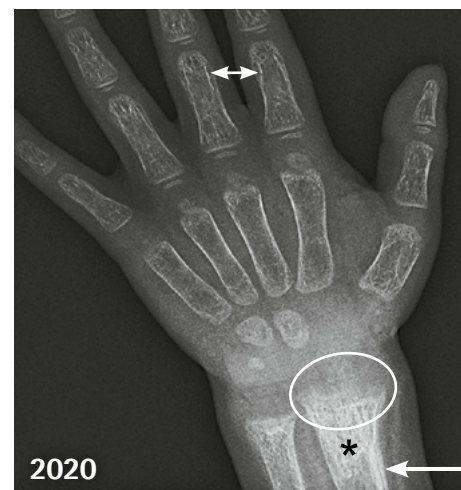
Im Alter von fast fünf Jahren nunmehr deutliche Röntgenzeichen einer Rachitis: subperiostale Resorptionen (Doppelpfeil), Becherform der Radiusmetaphyse mit deutlicher epimetaphysärer Unschärfe (Oval), intrakortikale Tunnelierung (Spleißung; Pfeil) und strähnige Sklerose (Remineralisation unter laufender Substitution und Wulstfrakturheilung [*]). Auffällig ist die allgemeine fleckig-strähnige Mineralisationszunahme.
